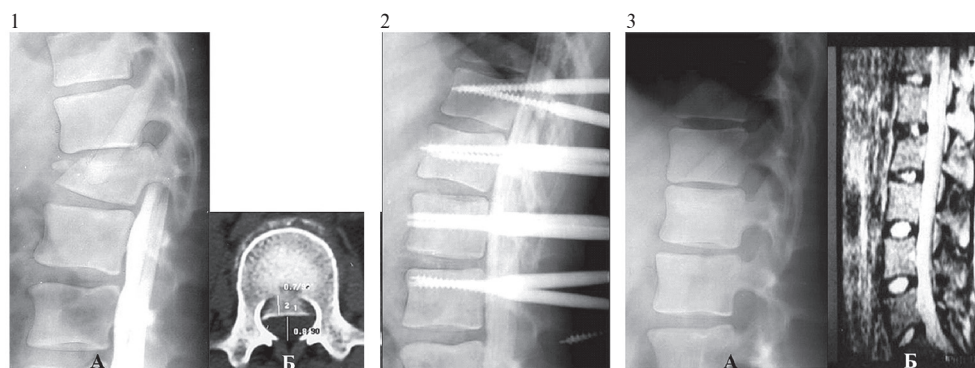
1: А — боковая рентгенограмма тораколюмбального отдела позвоночника с контрастной миелографией. Дефект заполнения контрастом позвоночного канала на уровне перелома L₁; Б — компьютерная томограмма, смещение отломка в просвет позвоночного канала. 2. Интраоперационная боковая рентгенограмма тораколюмбального отдела позвоночника с контрастной миелографией. 3: А — боковая рентгенограмма тораколюмбального отдела позвоночника; восстановлена высота тела позвонка L₁; Б — магнитно-резонансная томограмма, форма позвоночного канала восстановлена.
